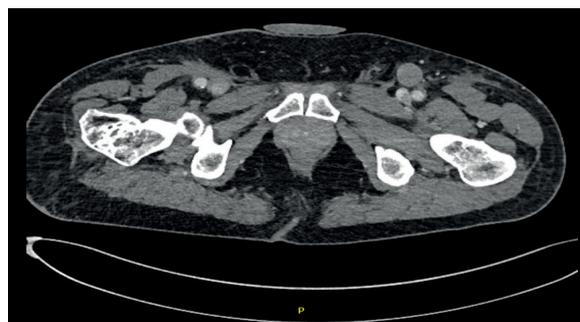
Persistencia de adenopatías patológicas tras tratamiento en imágenes de TC
